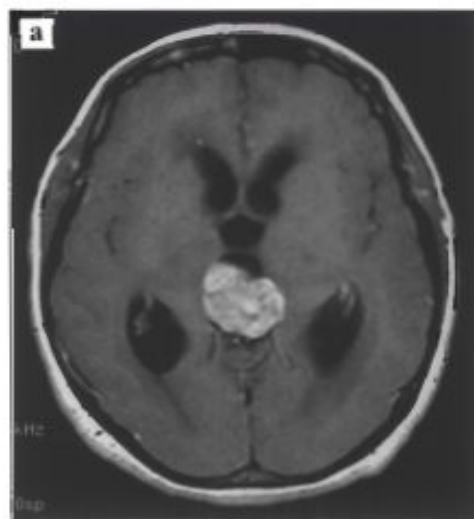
Синдром преждевременного полового созревания. МРТ (а) ребенка 8 лет с опухолью пинеальной области. Уровень хорионического гонадотропина – 1254 мг/мл. Фотография больного (б).
